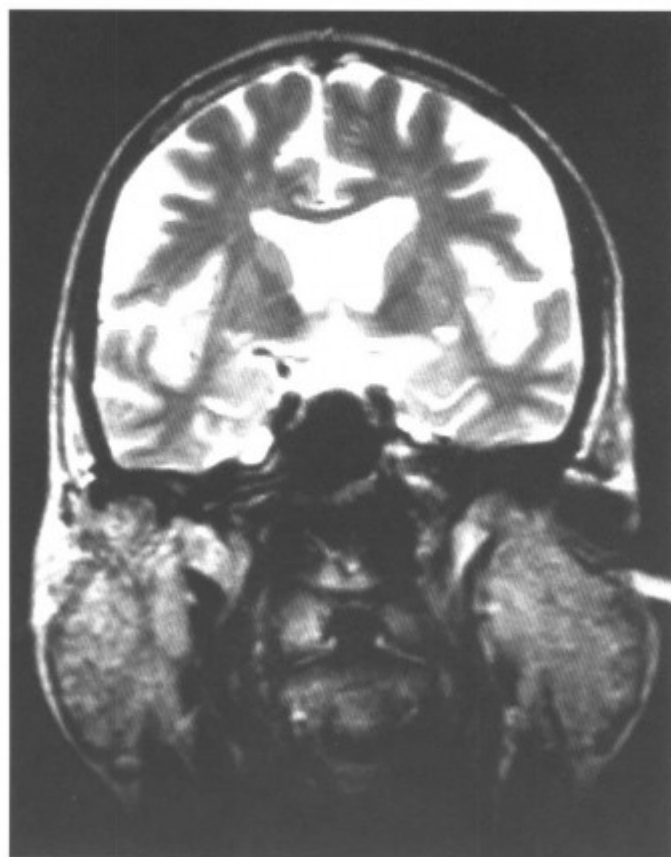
腮腺淋巴上皮病(冠状MRI-T₂WI扫描,双侧腮腺肿大信号均匀)
